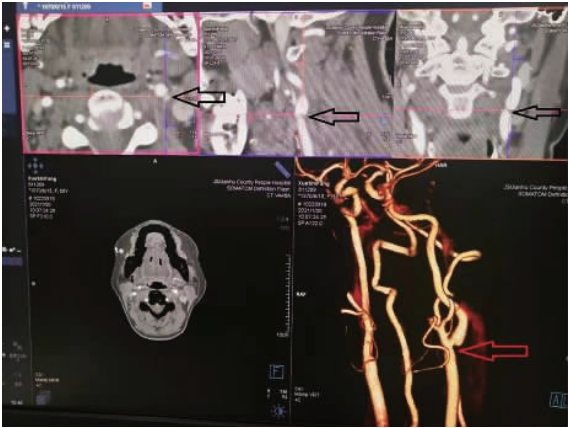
颈部 CTA 显示该靶点(蹼)冠状、矢状、轴位片上的影像学表现
